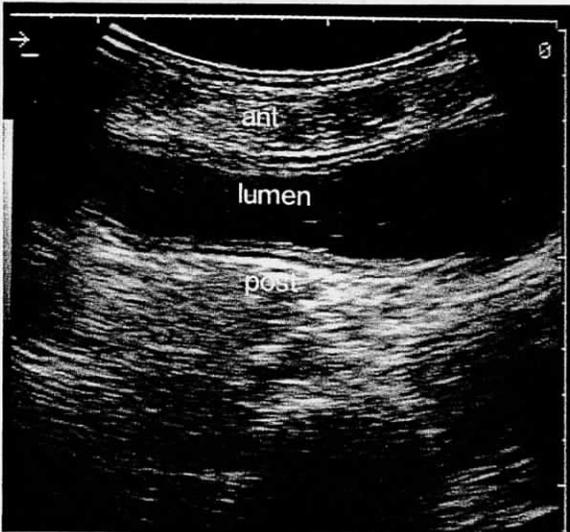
体表走査による正常胃壁 胃角部の超音波像であるが、前壁と後壁の5層構造が良く描出されている。 lumen:胃腔 ant:前壁 post:後壁
